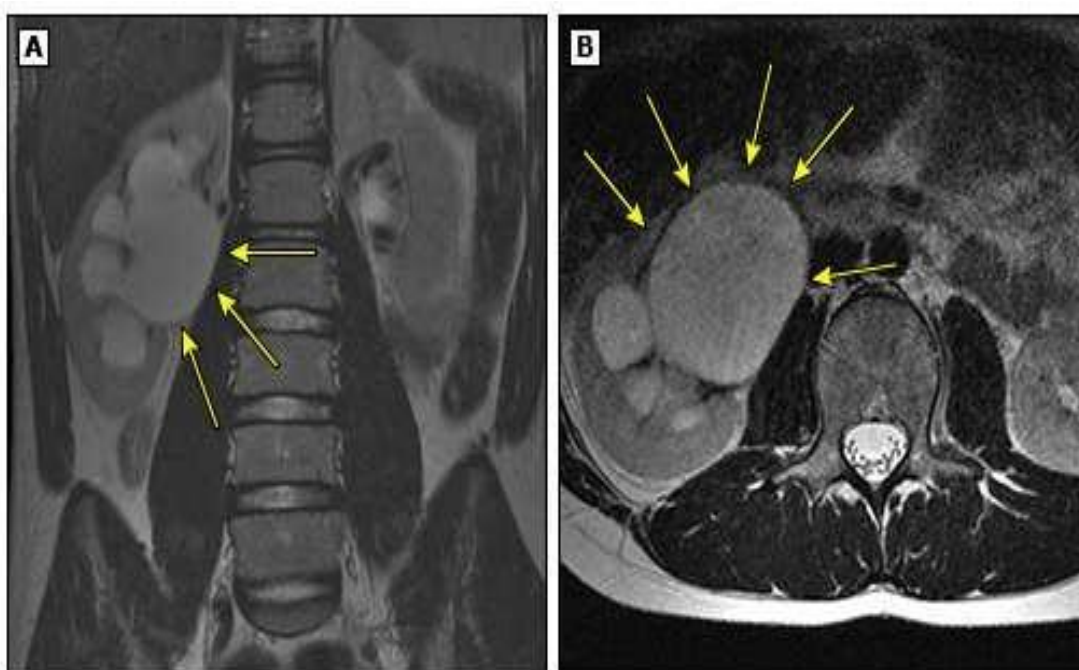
IRM montrant une obstruction de la jonction pyélo-urétérale du rein droit démontrée par une dilatation du système collecteur rénal.
